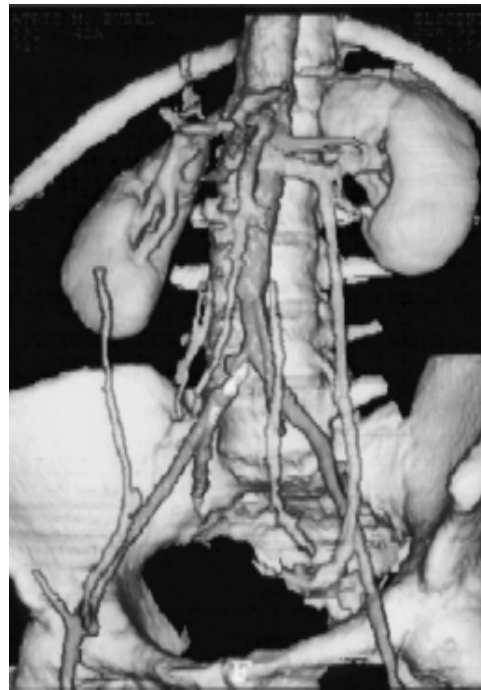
Angio-TAC aorto-iliaca, mostrando DOAI.
